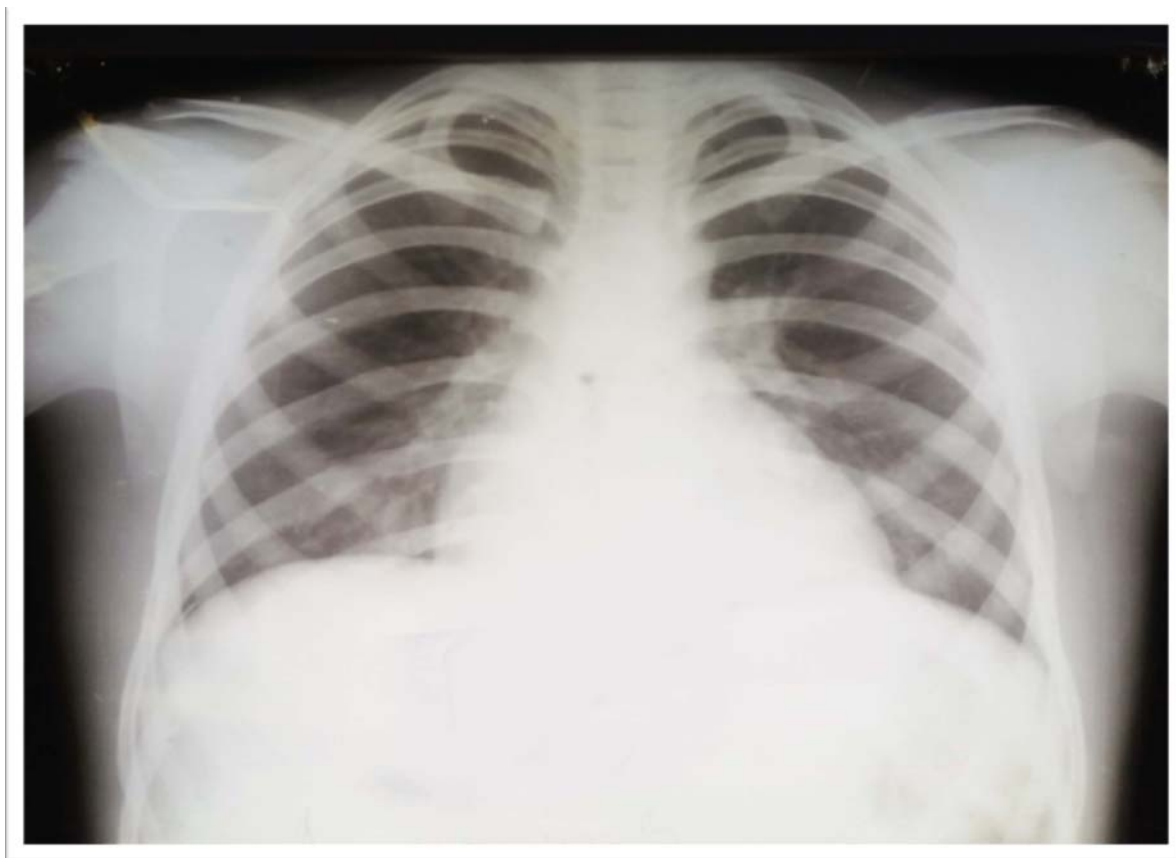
Рентгенограмма органов грудной клетки больного Б., 1998 г.р. (до лечения)
